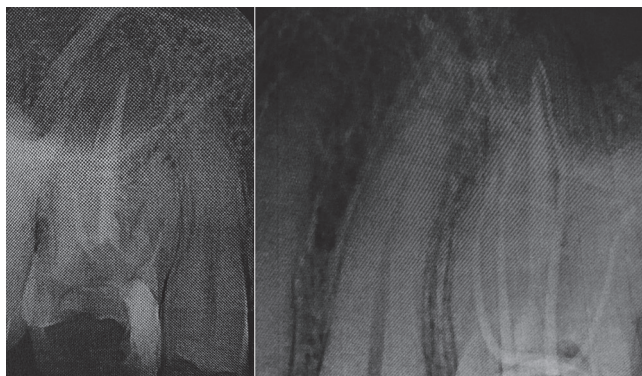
Прицельные рентгеновские снимки зуба 2.6 проведенные до лечения и на этапе прохождения корневых каналов.
